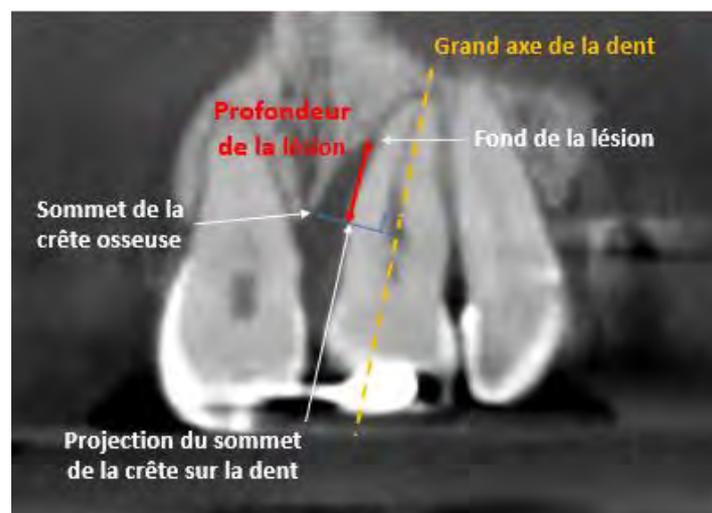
Méthode de mesure de la profondeur de la lésion infra-osseuse sur la radiographie (examen radiographique du Dr CALVO)
